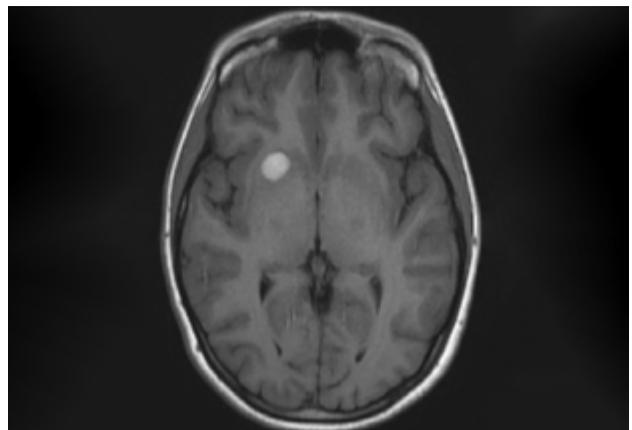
2021: Persiste asintomática con hematoma intracapsular en RMN control.
